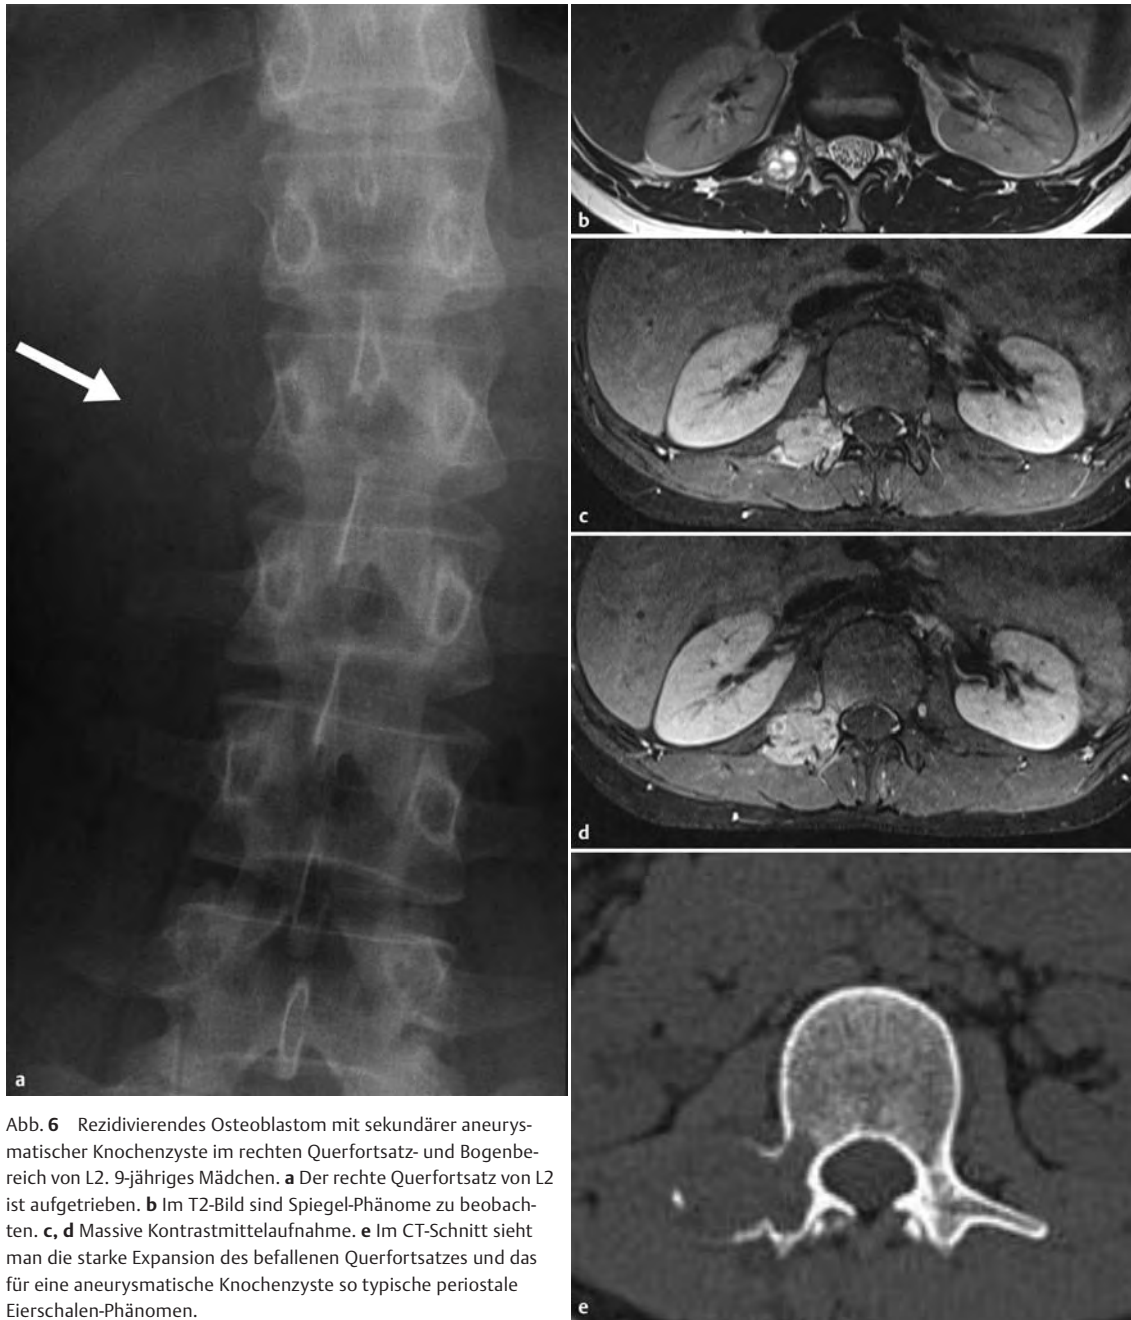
Rezidivierendes Osteoblastom mit sekundärer aneurysmatischer Knochenzyste im rechten Querfortsatz- und Bogenbereich von L2. 9-jähriges Mädchen. a Der rechte Querfortsatz von L2 ist aufgetrieben. b Im T2-Bild sind Spiegel-Phänome zu beobachten. c, d Massive Kontrastmittelaufnahme. e Im CT-Schnitt sieht man die starke Expansion des befallenen Querfortsatzes und das für eine aneurysmatische Knochenzyste so typische periostale Eierschalen-Phänomen.
